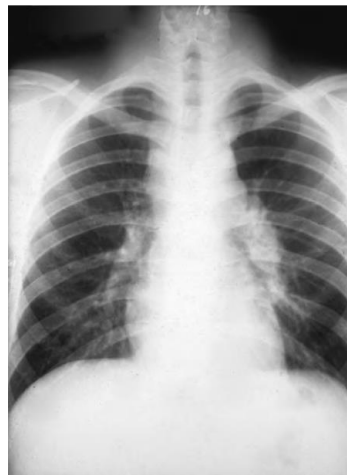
Chest radiograph of a 19 yr old man with acute primary coccidioidomycosis. There is prominent hilar lymphadenopathy and mediastinal widening.
